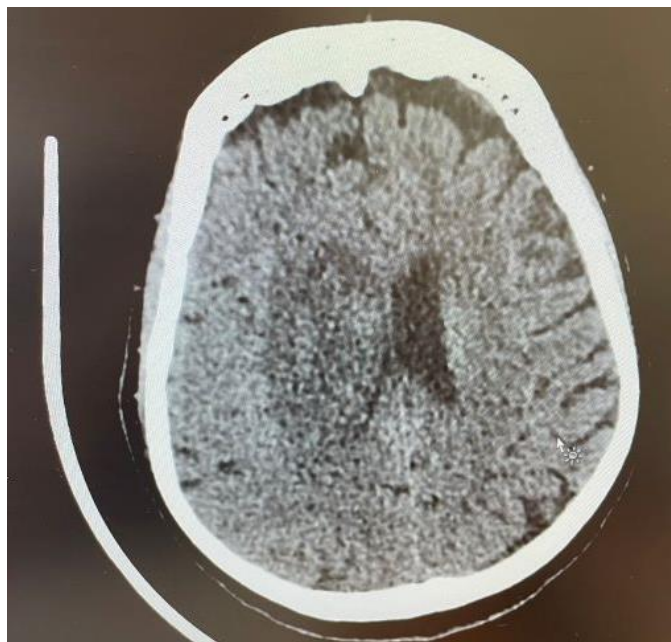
Компьютерная томография головного мозга через 24 часа после операции: геморрагическая трансформация, отек головного мозга.
